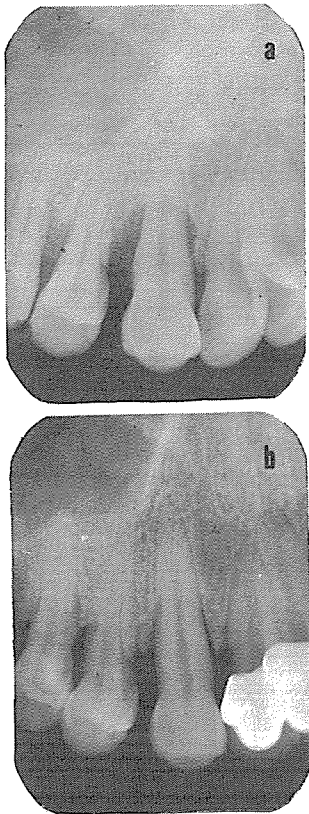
TCP를 이식한 부위의 술전(a), 술후 3개월 후(b)의 방사선사진
